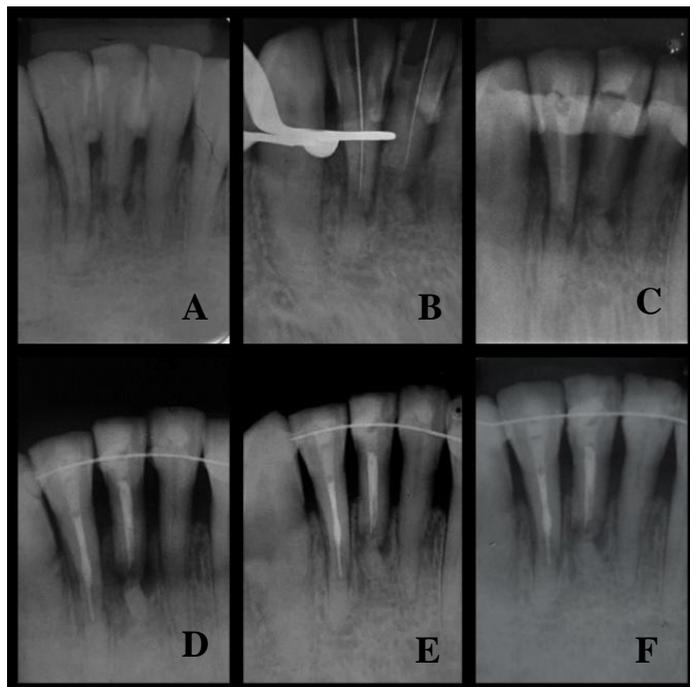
A: Radiografia periapical inicial da região anterior inferior. Pode-se observar linhas horizontais no terço apical das raízes dos dentes 41 e 42 com separação dos fragmentos. Também, observa-se espessamento do ligamento periodontal na região, sugestiva de lesão, bem como perda óssea horizontal. B: Radiografia periapical de odontometria. C: Radiografia periapical de comprovação do preenchimento dos canais com hidróxido de cálcio pós PQM completo. É possível observar o preenchimento dos canais dos dois dentes e da reabsorção interna do dente 42, bem como a contenção rígida refeita com resina composta. D: Radiografia periapical final. É possível observar o completo selamento dos canais radiculares de ambos os dentes, bem como o preenchimento da reabsorção interna no dente 42. Também é possível observar a nova contenção realizada com fio ortodôntico e a restauração definitiva com resina composta em ambos os dentes. E: Radiografia periapical de acompanhamento de 3 meses. F: Radiografia periapical de acompanhamento de 6 meses.
